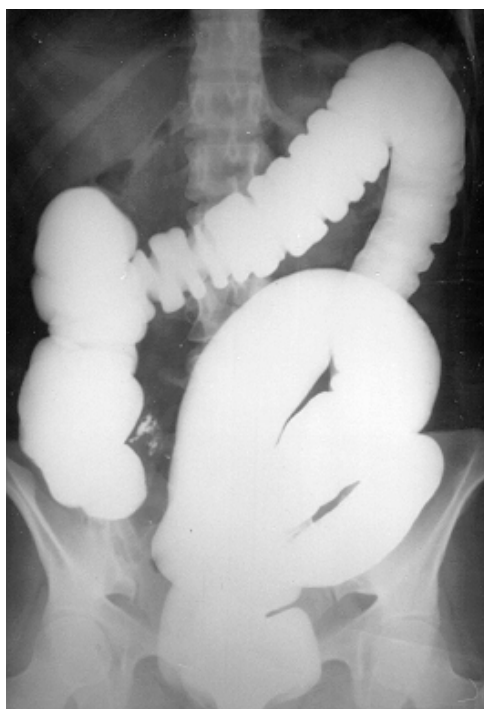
Enema del colon en fase de llenado. En AP objetiva una gran redundancia del sigmoide que para el colonoscopista podría parecer el ángulo esplénico si no conoce esta redundancia si efectúa su endoscopia sin radiografías previas.
